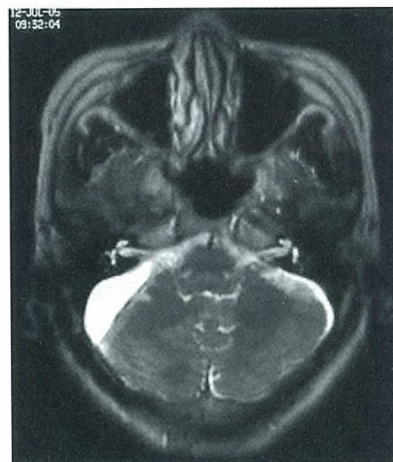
術後のMRI T2強調画 腫瘍は全摘されている。
